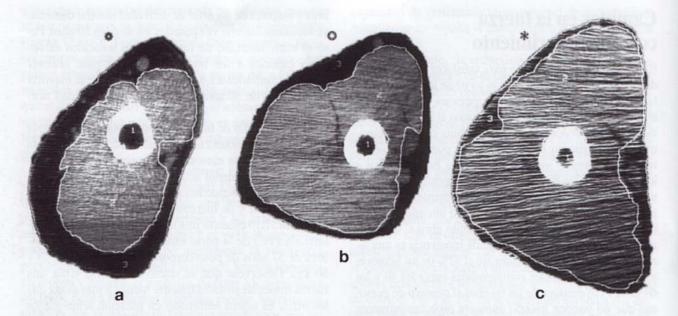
Tomografías computarizadas de la parte superior del brazo de hombres de 57 años con pesos corporales similares. Las tomografías muestran: (1) hueso, (2) músculo y (3) grasa subcutánea. Obsérvese la diferencia en el área muscular cuando la persona está (a) no entrenada, (b) entrenada en natación y (c) entrenada en fuerza.
